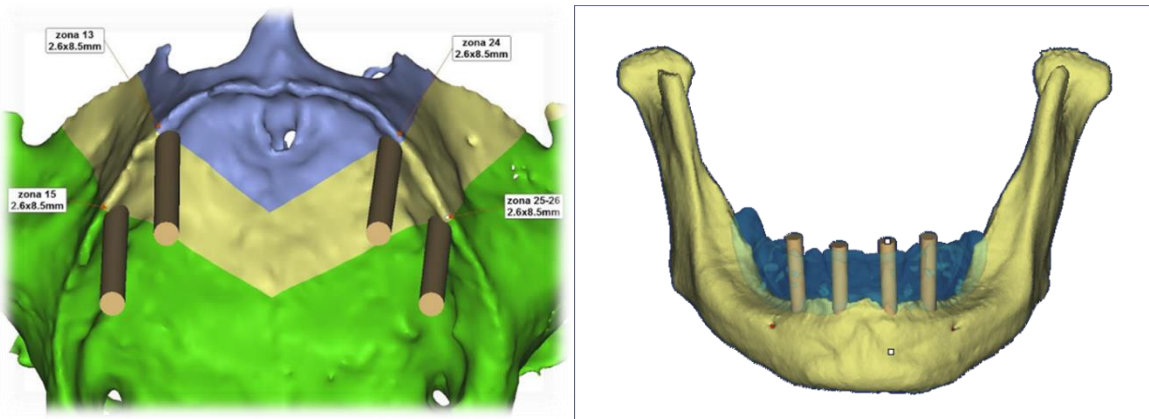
Tomografía de la paciente con zona de planeación para la colocación de los implantes
